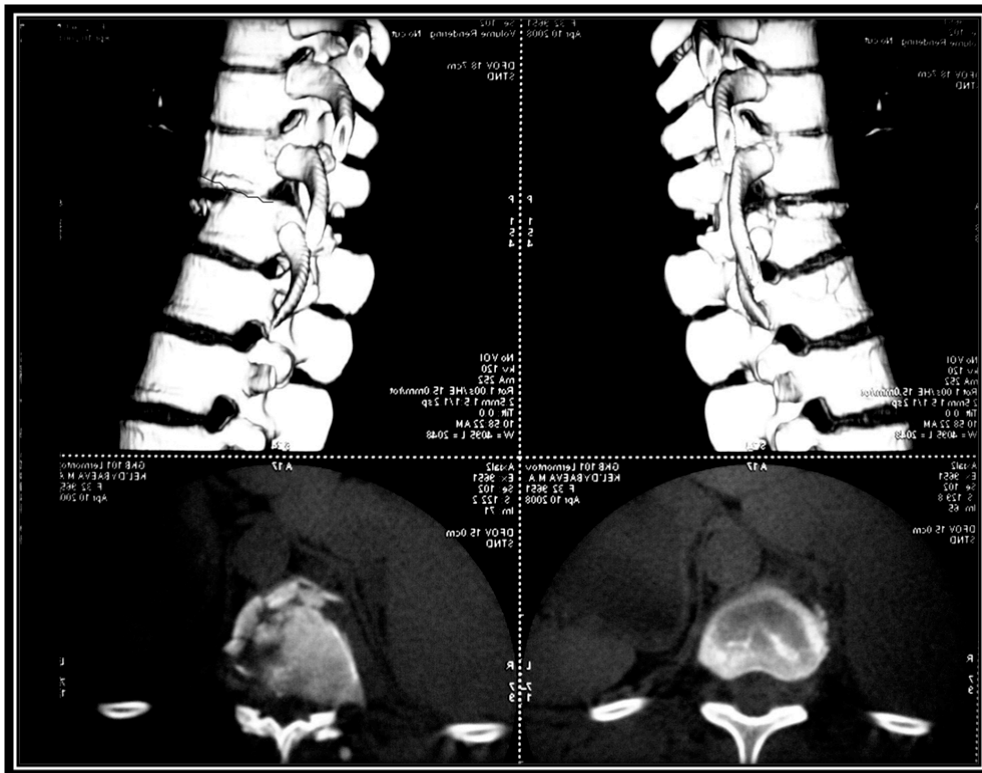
КТ поясничного отдела позвоночника в 3D – реконструкции и аксиальной проекции больной К.
